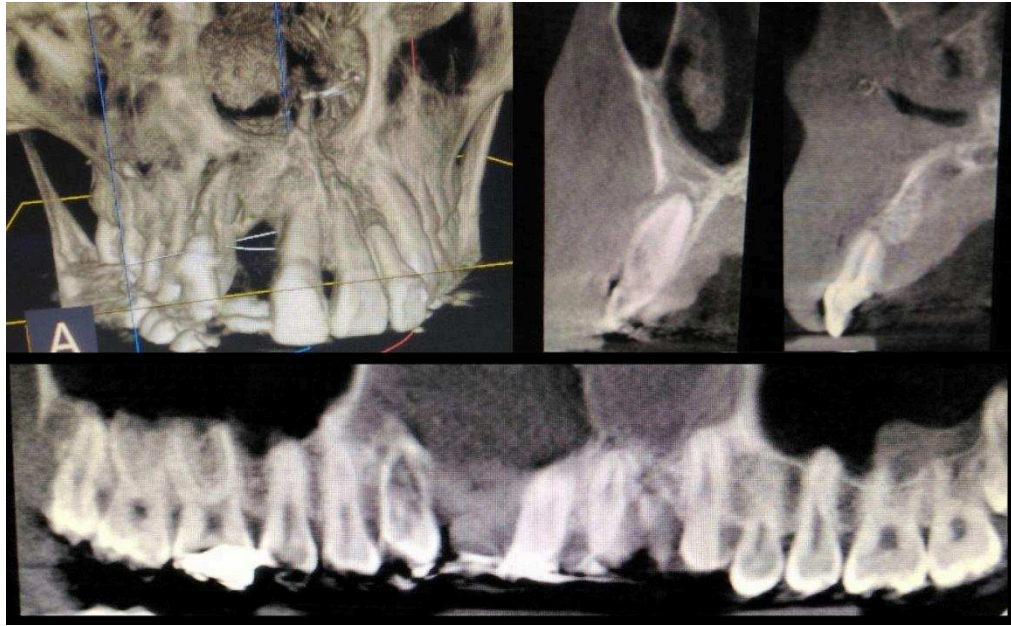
Cone Beam à 20 ans, réalisé au service d'Odontologie Caumartin
